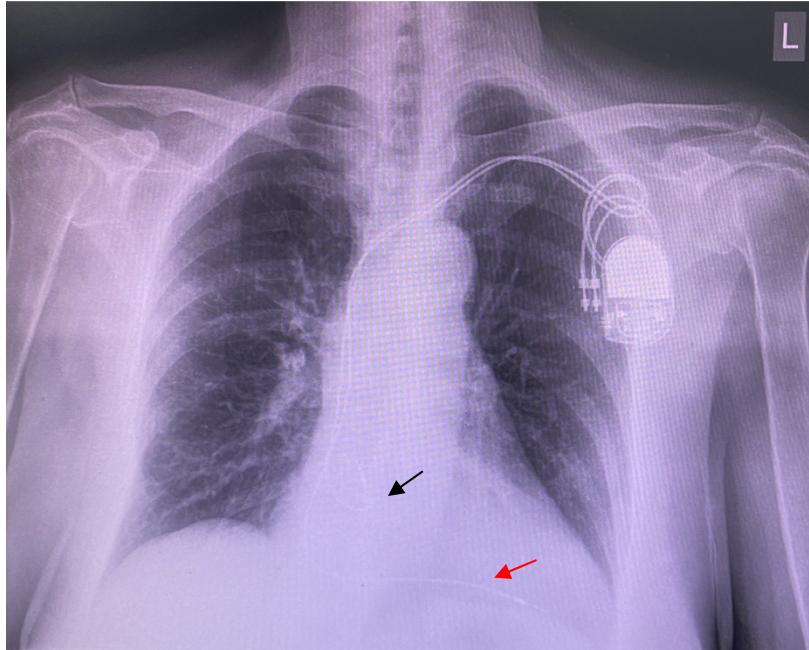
Radiografia toracică a unui pacient cu stimulator cardiac bicameral (se pot observa generatorul localizat infracalvicular stânga și cele două sonde de electrostimulare de la nivelul atriului drept –săgeata neagră și ventriculului drept – săgeata roșie)
